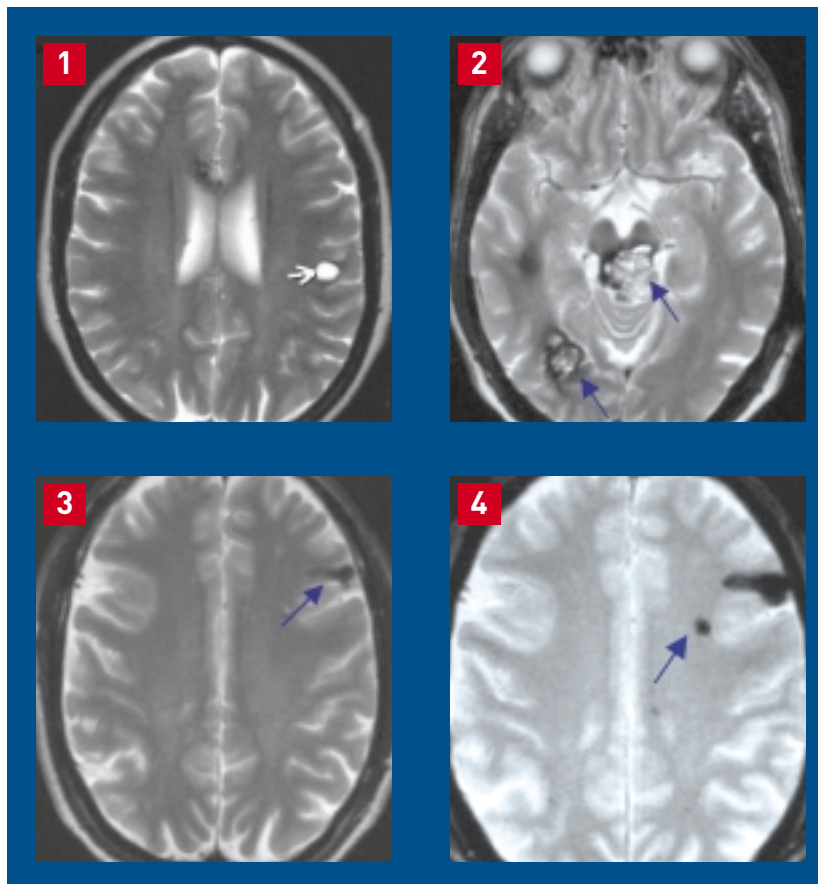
La classification IRM des cavernomes en quatre types, selon Zabramski et coll. (3).
